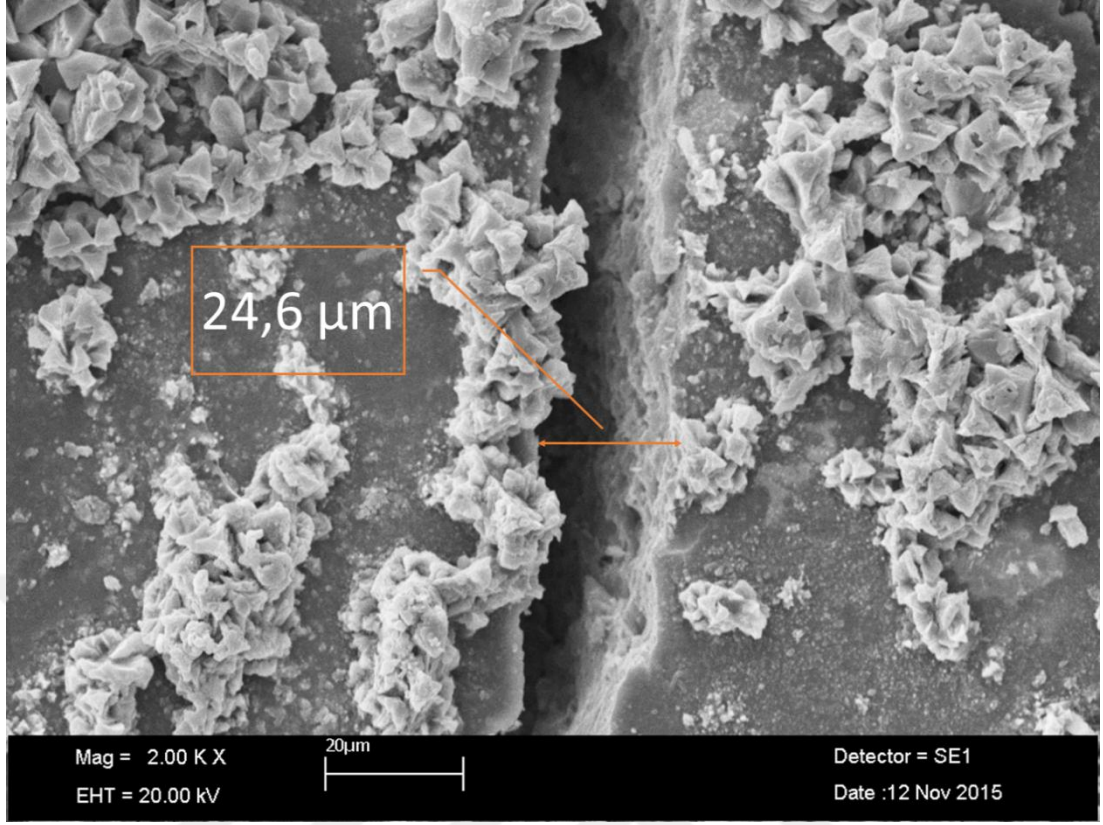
BA+Ultrasonik grubuna ait örneğin SEM mikrografi.
